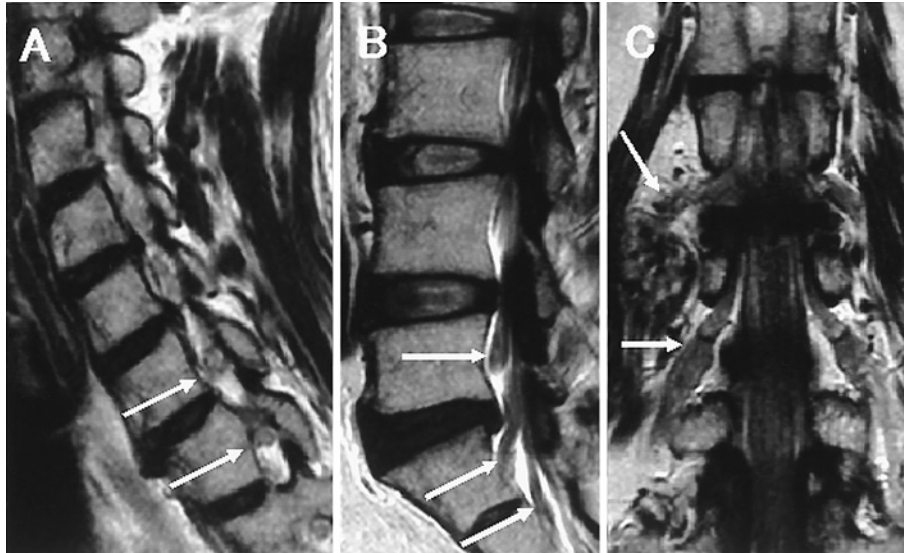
MRI of the cervical and lumbosacral spine.
